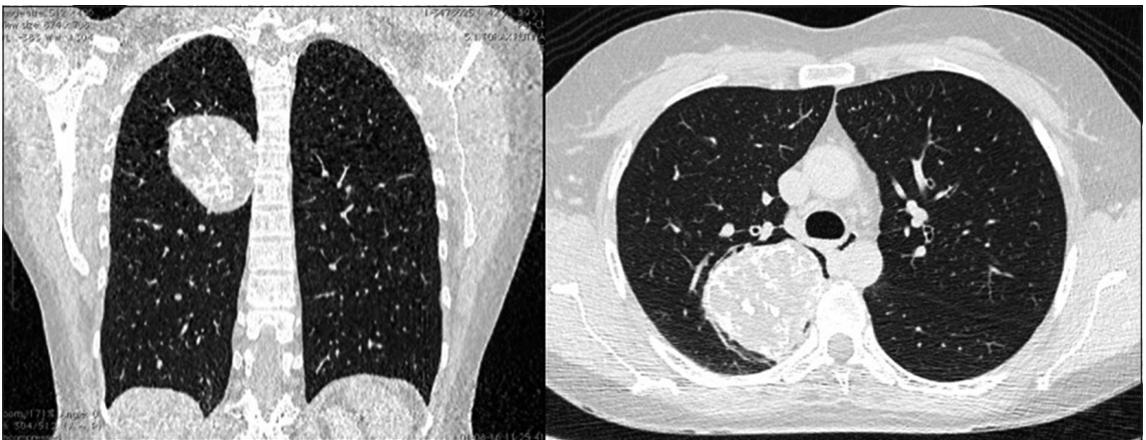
Tomografía Computada corte coronal y sagital.
